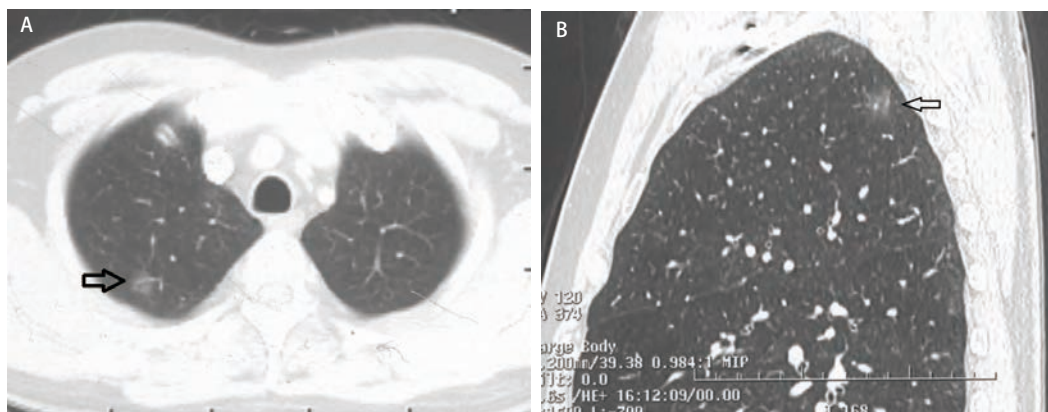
胸部CT检查。A: 肺窗水平面显示右上肺叶尖端磨玻璃样结节(箭头所指); B: 矢状面显示右上肺叶尖端磨玻璃样结节(箭头所指)。
